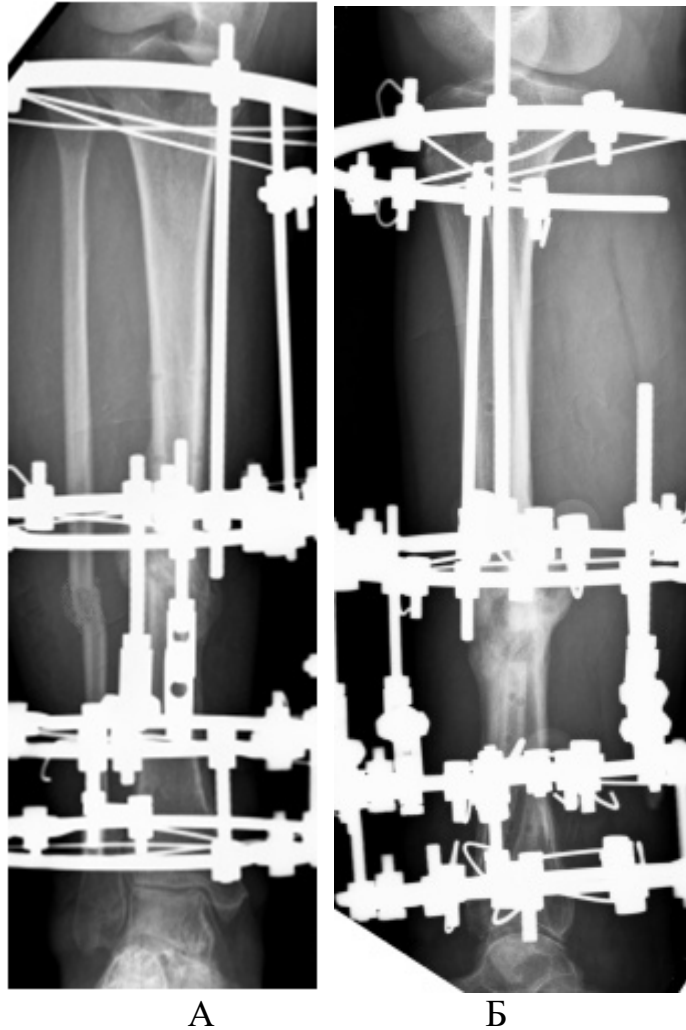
Пациентка О., 48 лет. Рентгенограмма костей голени через 1 месяц после операции, окончание дистракции. Ось голени восстановлена
